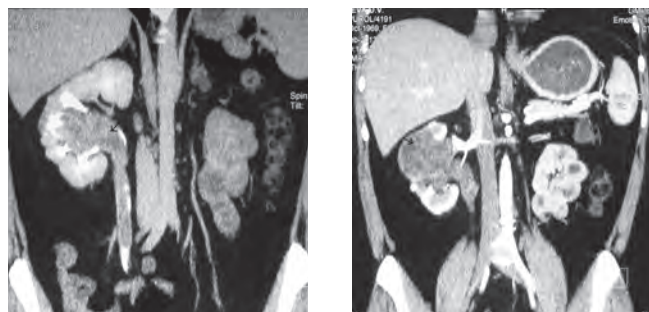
МСКТ. Опухоль лоханки единственной почки: а — опухолевые массы заполняют полостную систему почки и мочеточник; б — интрапаренхиматозный опухолевый узел
